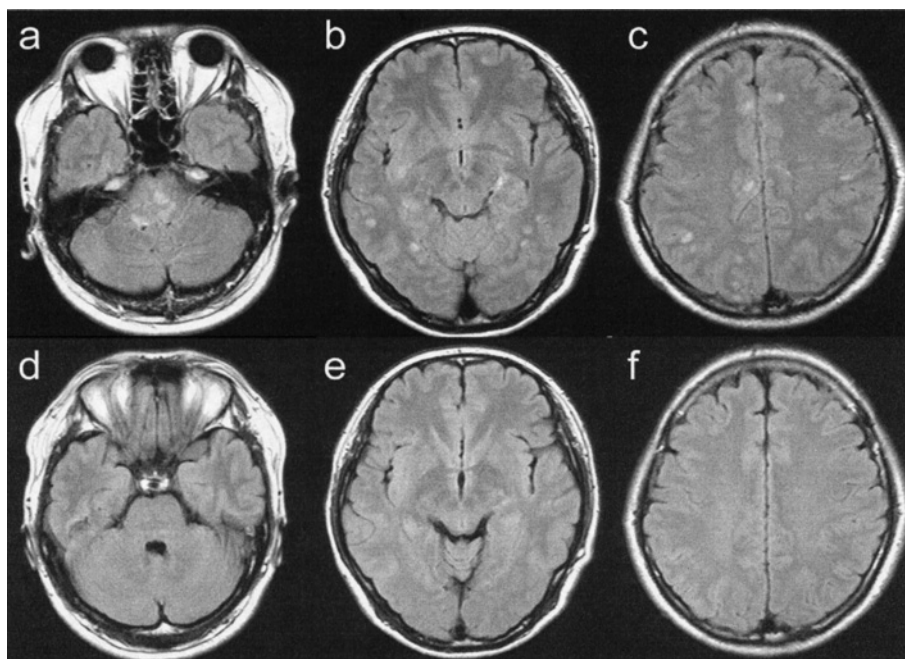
a-c: Brain MRI revealed disseminated FLAIR high lesions in midbrain and pons, in addition to bilateral hemispheres, subcortical area, putamen and left cerebellar hemisphere. d-f: Brain MRI, 2 days after steroid therapy. FLAIR high lesions clearly decreased. TR: 10,000 msec, TE: 120 msec.
